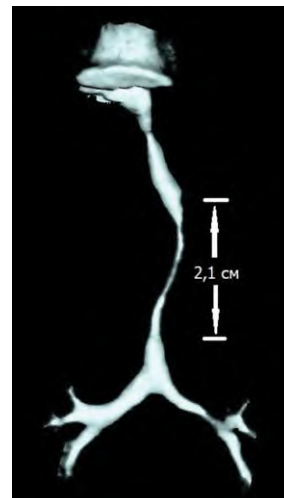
КТ органов грудной клетки. 3D-реконструкция трахеи и бронхов
